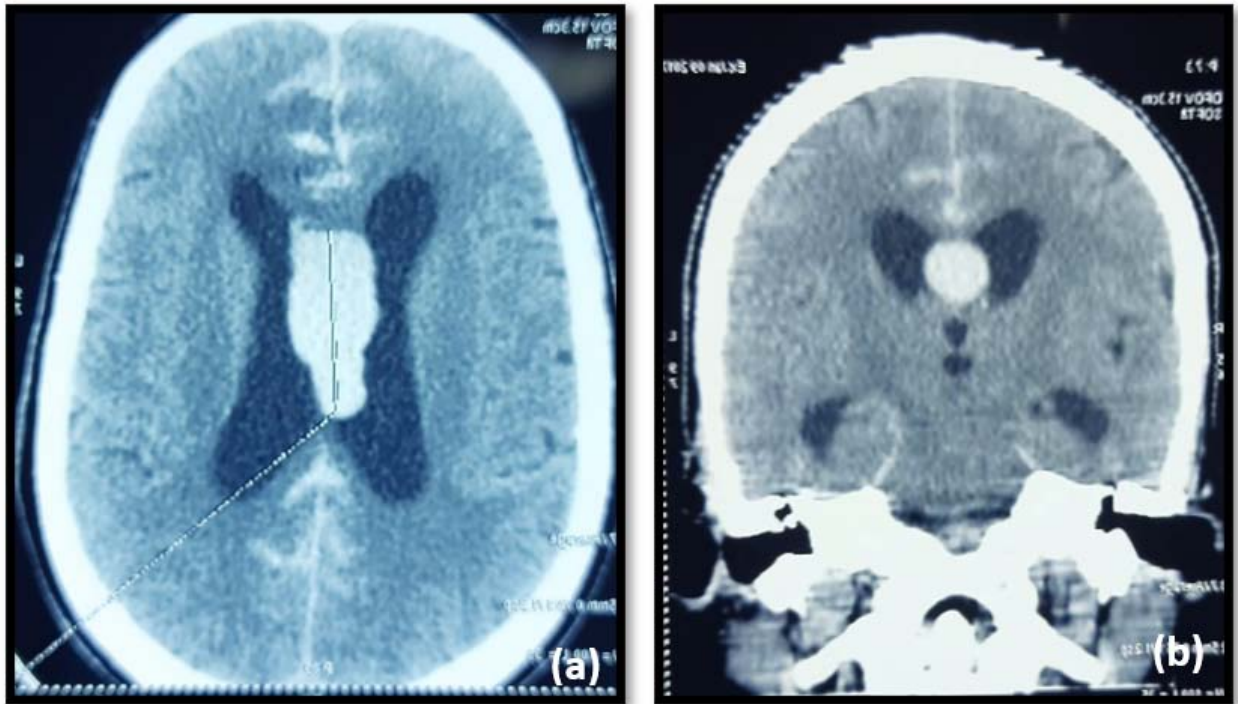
TDM cérébrale sans injection de PDC en coupes : axiale (a) et coronale (b) (chez un patient âgé de 58 ans, hypertendu mal suivi, qui se présente pour un trouble de conscience) objectivant une hémorragie méningée diffuse avec inondation ventriculaire.
